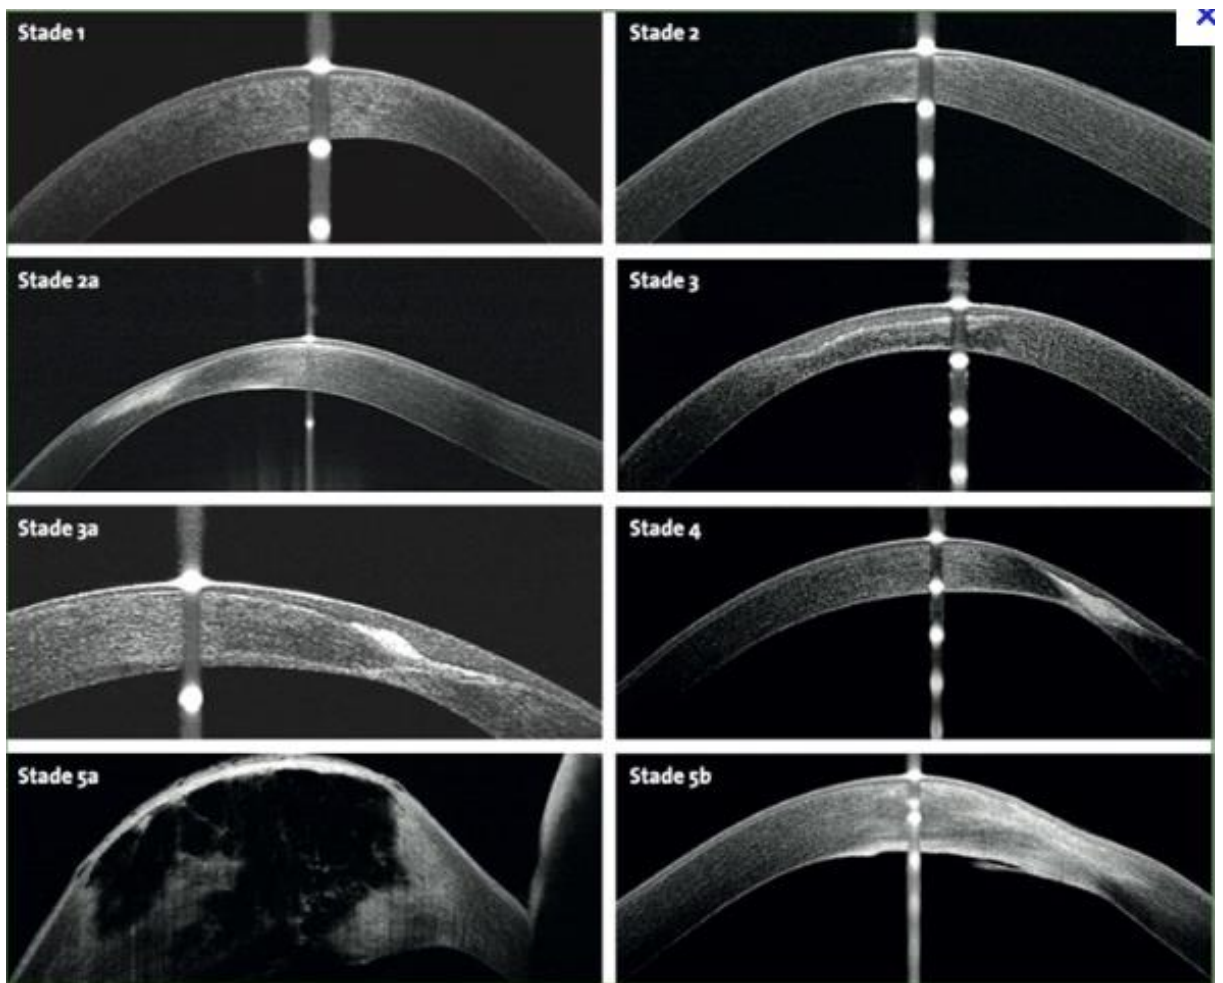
classification OCT du kératocône basée sur les modifications des couches cornéennes au niveau du cône. Sandali O, El Sanharawi M, Temstet C, Hamiche T, Galan A, Ghouali W, et al. Fourier-domain optical coherence tomography imaging in keratoconus: a corneal structural classification. *Ophthalmology*. 2013 Dec;120(12):2403–12. (63)
